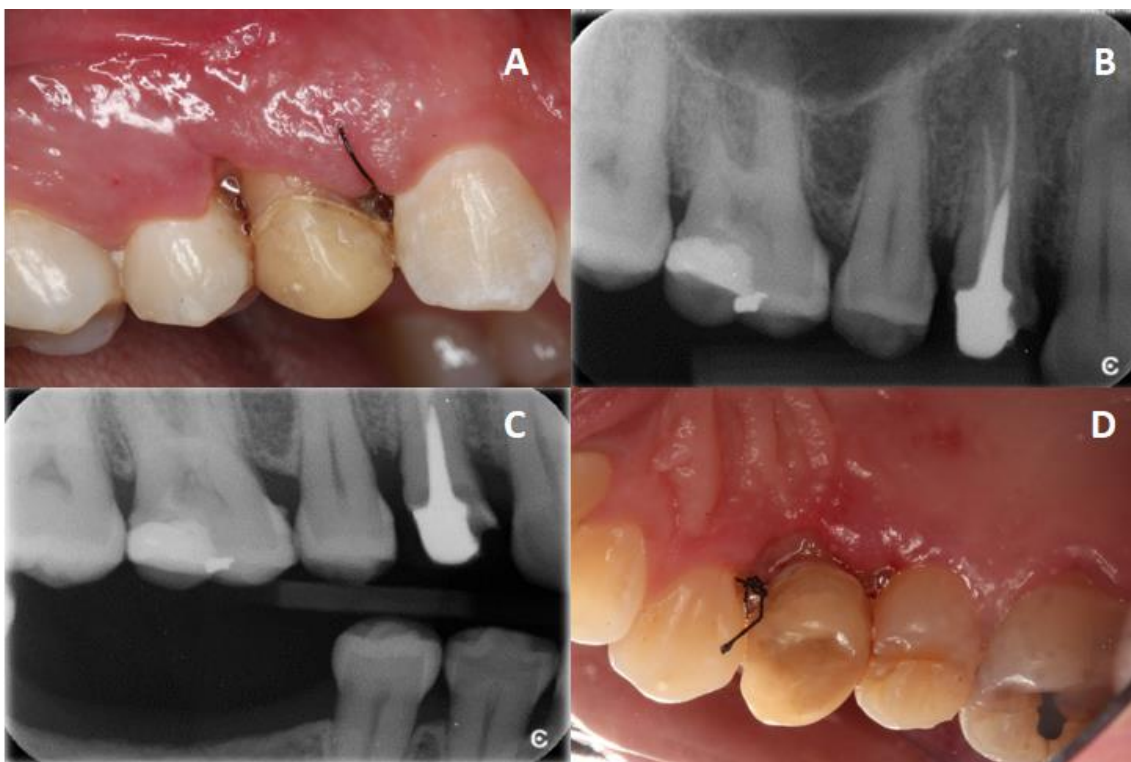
a) Cicatrização de 7 dias por vista vestibular; b) Radiografias periapical de controle; c) Radiografia interproximal de controle; d) Cicatrização por 7 dias vista palatina.
